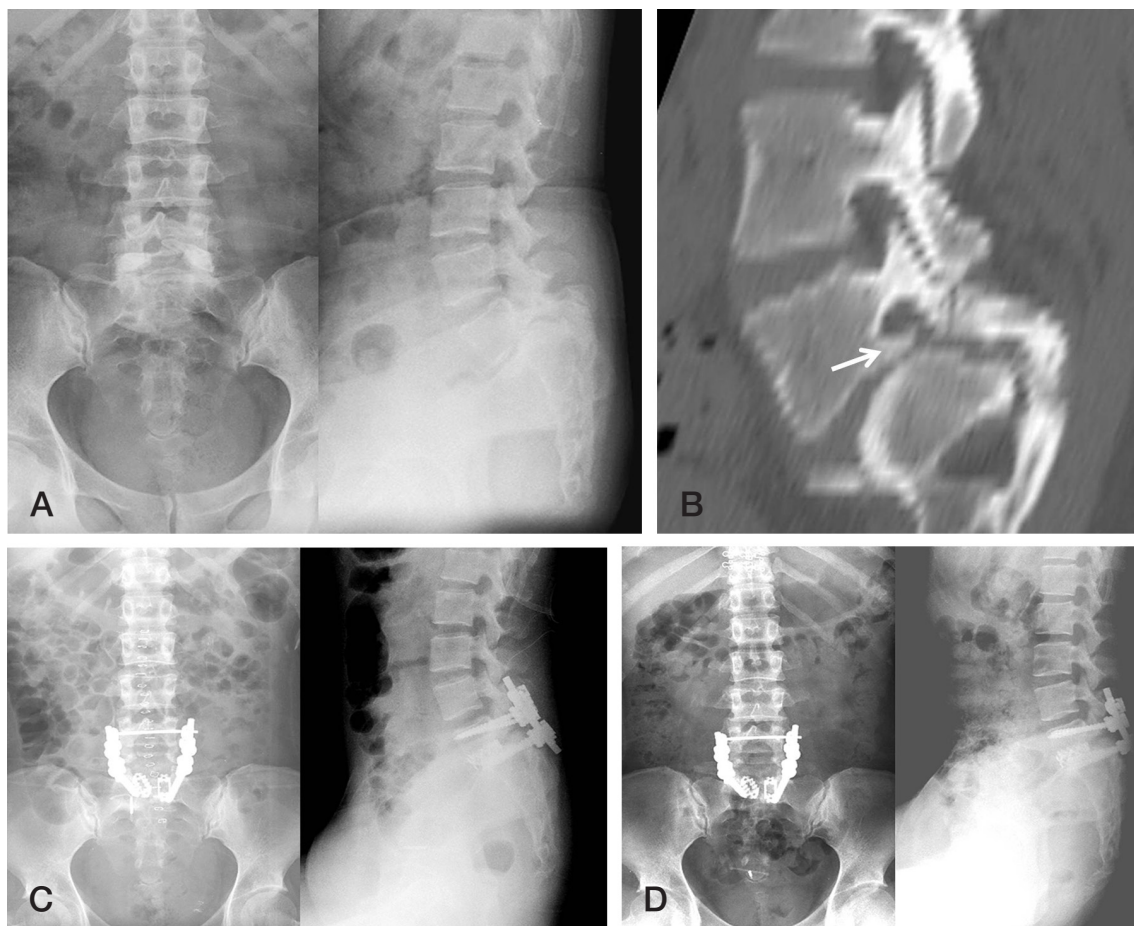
Preoperative plain radiographs (A) and computed tomography scan (B) of a 27-year-old woman show grade IV dysplastic spondylolisthesis at the L5-S1 level. The white arrow indicates the osteophyte in the intervertebral foramen. Plain radiographs obtained just after surgery (C) show correction of anterior slippage and the slip angle. Plain radiographs obtained 4 years after surgery (D) show that reduction and alignment were well maintained.
